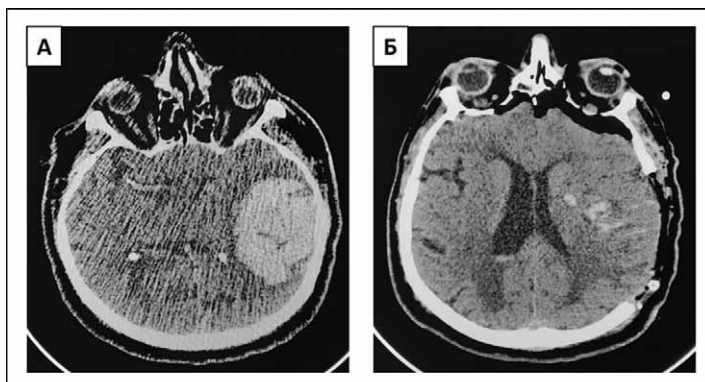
Компьютерная томография пациента З. 67 лет: А — до операции, Б — через 12 часов после операции.
